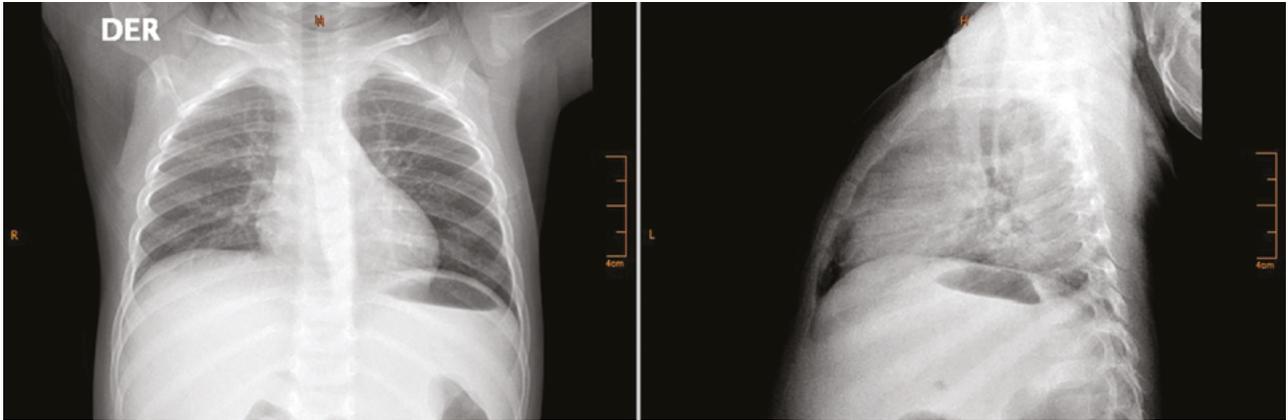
Radiografía de tórax en segundo reingreso a urgencias
